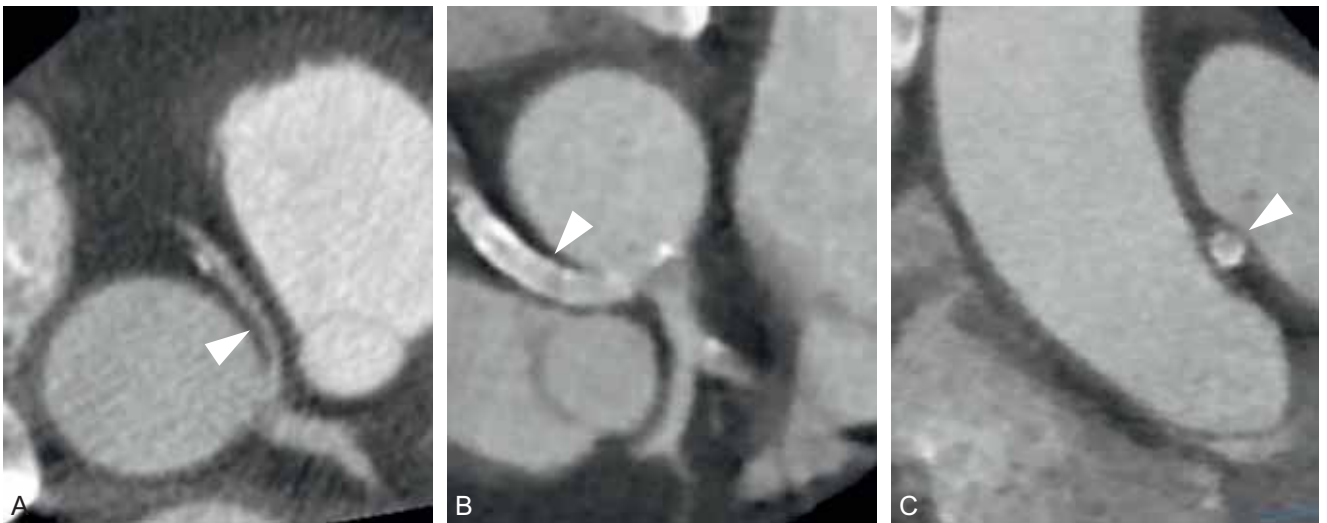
Artère coronaire droite ectopique traitée par angioplastie. A. Image TDM (reconstruction 3D) d'une artère coronaire droite connectée dans le sinus gauche avec un trajet interartériel (tête de flèche). B, C. Images TDM (reconstruction 3D) à 24 mois d'une angioplastie avec *stenting* (têtes de flèches).
